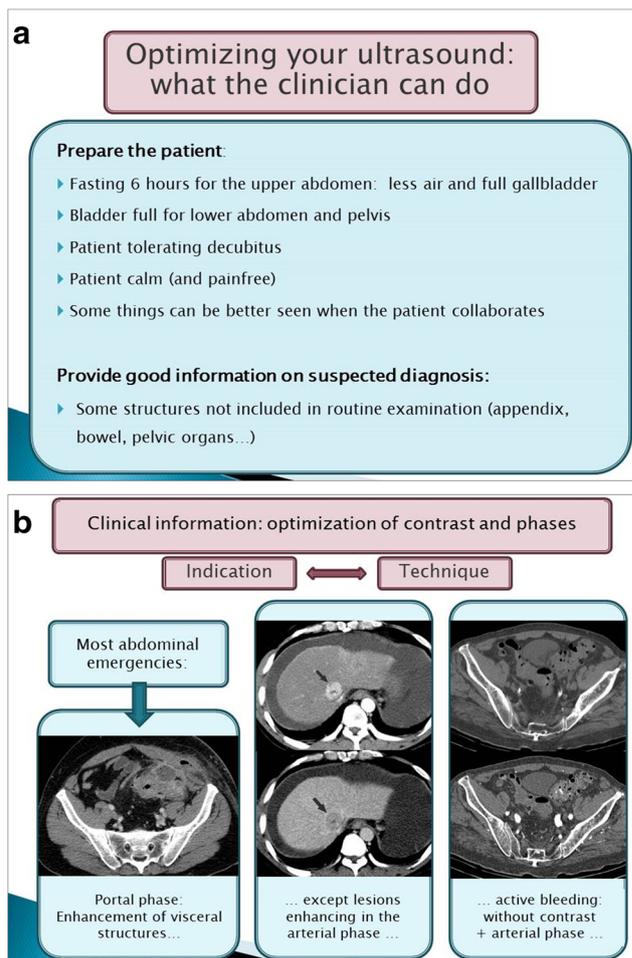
Sample slides explaining how the ordering physician and the radiologist can collaborate to optimize the imaging tests. a The clinical situation and other characteristics of a patient influence the performance of an ultrasound examination. b In most patients with abdominal emergencies, it is sufficient for the computed tomography to be performed in the portal phase, but some scenarios require the acquisition of other phases and it is necessary to know this beforehand
